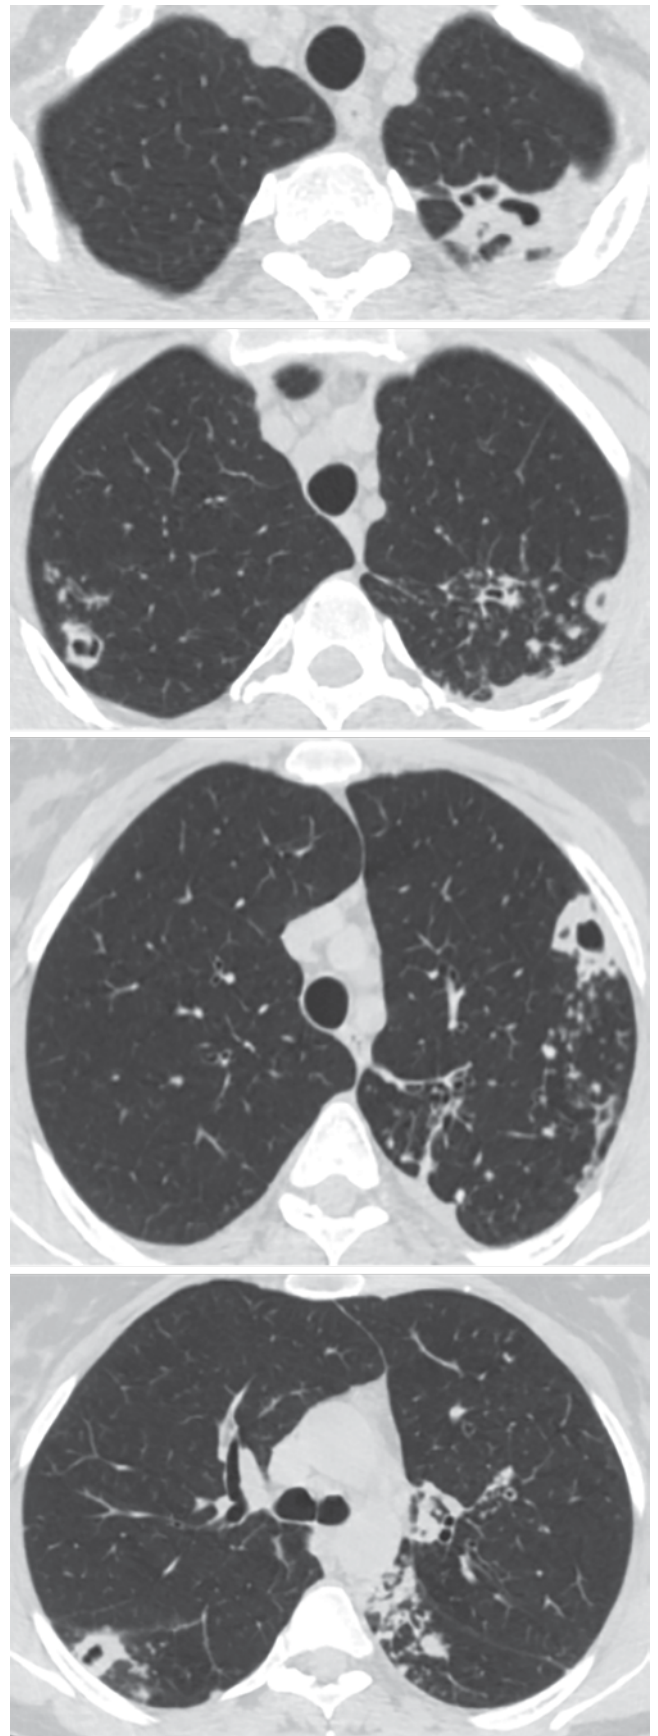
Компьютерная томограмма ОГК от 26.06.2018 г. пациентки К. Описание в тексте
